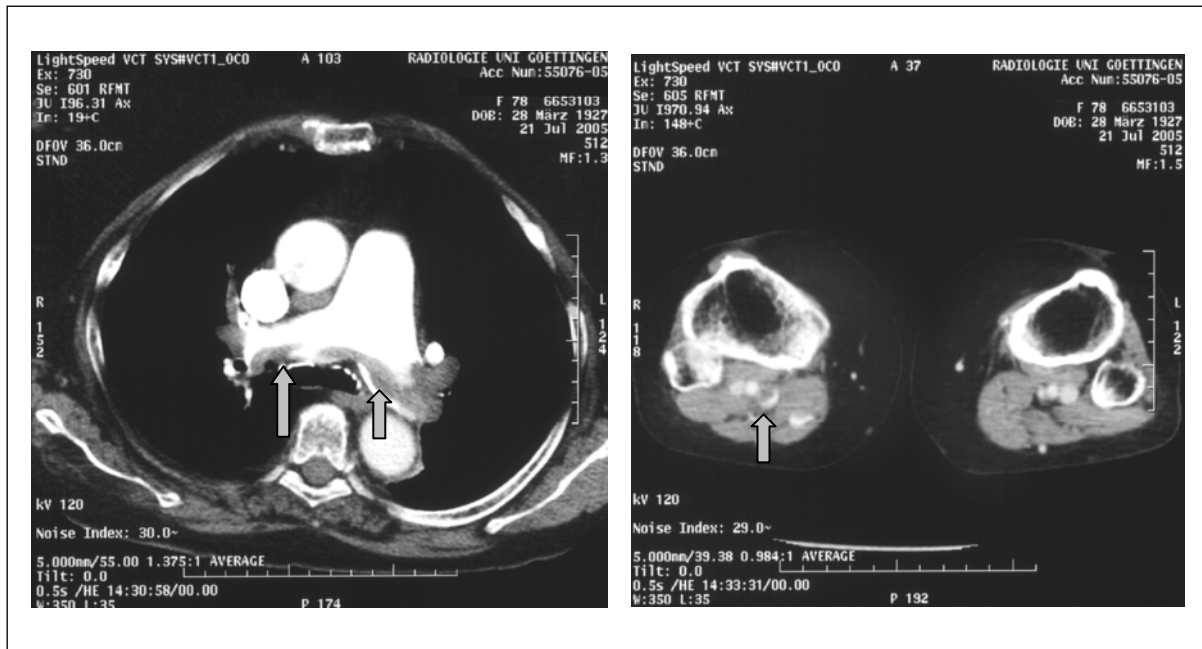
Beispiel der Kombinationsmöglichkeit von Spiral-CT der Lungengefäße und Beinvenen im selben Untersuchungsgang mit Vorliegen einer Lungenembolie und einer tiefen Beinvenenthrombose (s. Pfeile)
